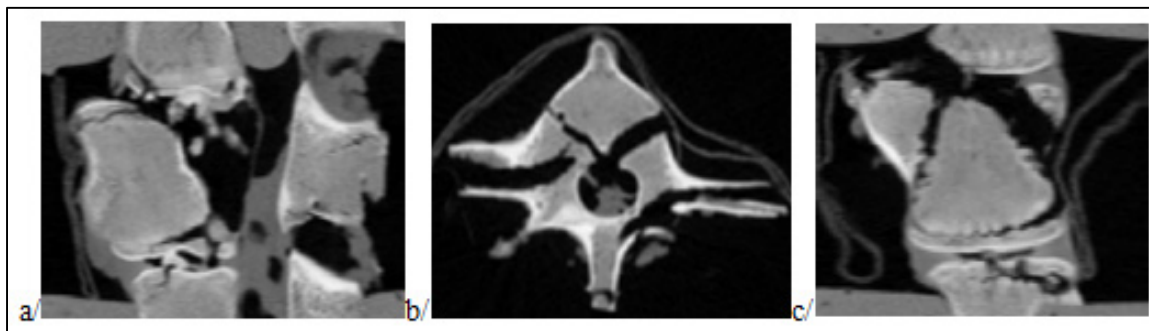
Images TDM de la vertèbre fracturée du spécimen 4 :
